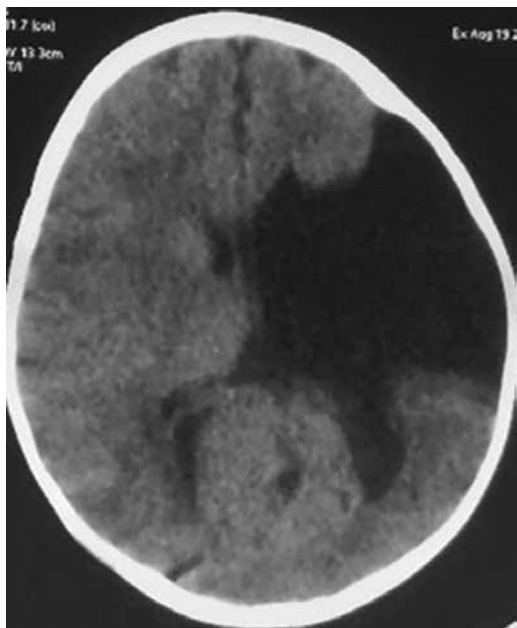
The cleft of the brain tissue of the hypodense density of the left fronto-parietal area, which communicates with the left lateral ventricle. Nonenhanced CT
